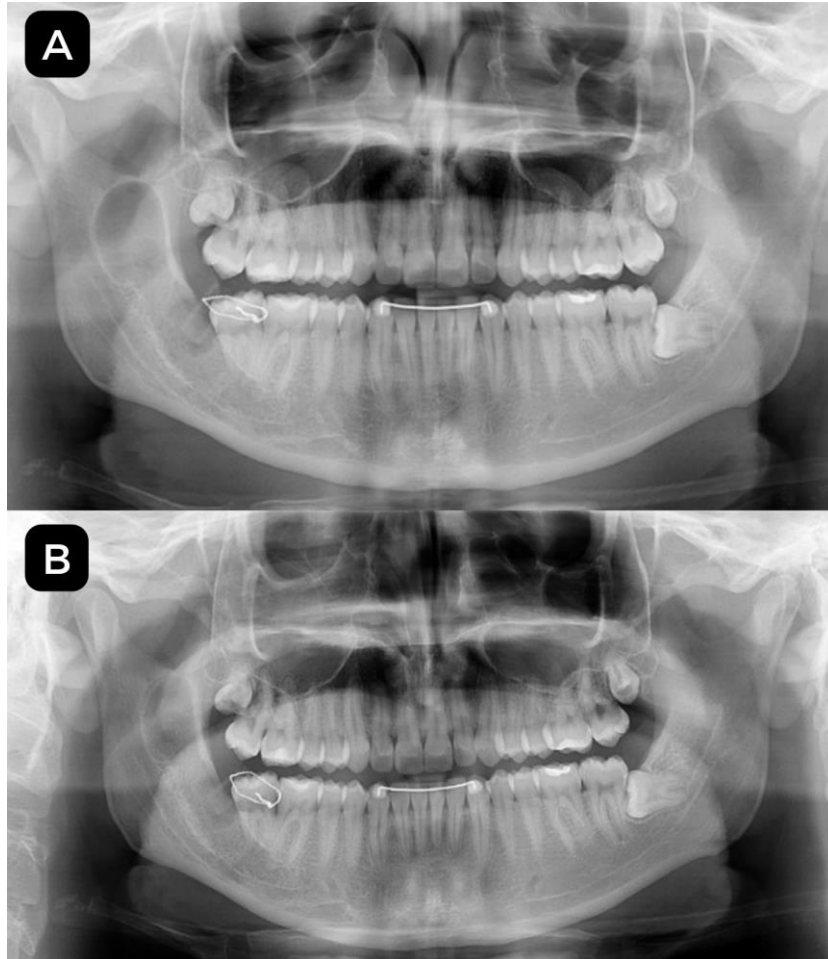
A - Radiografia panorâmica após 32 dias da instalação do dreno e remoção do dente 48. B - Radiografia panorâmica após 5 meses da colocação do dreno.
